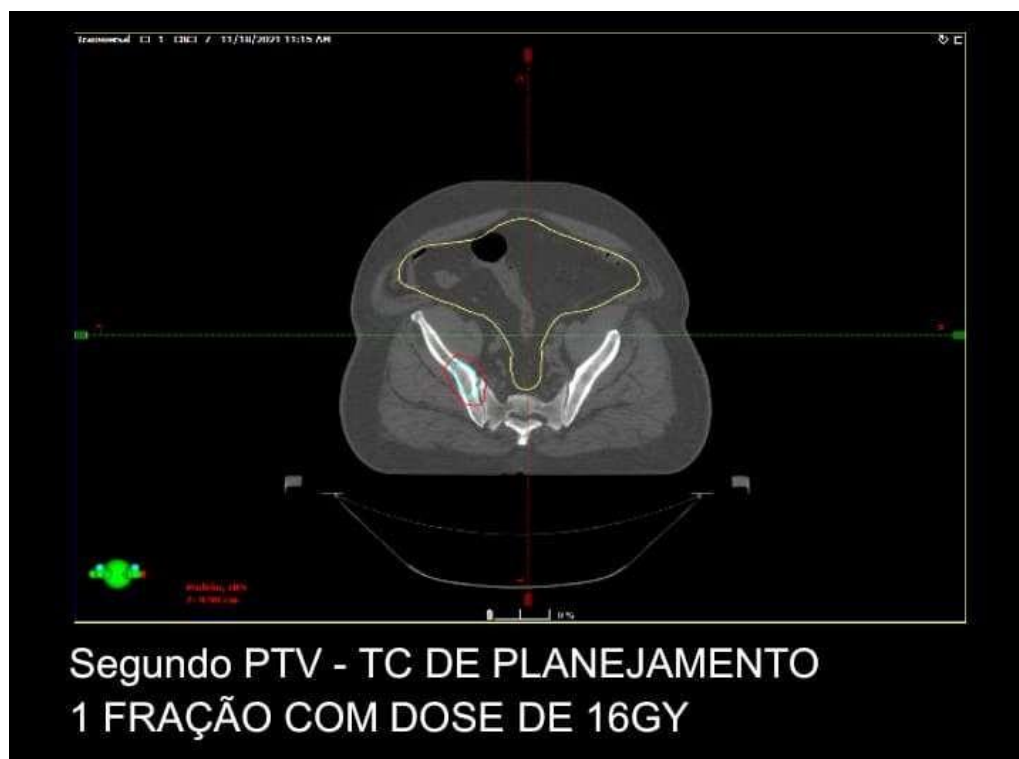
Segundo PTV – TC de planejamento
